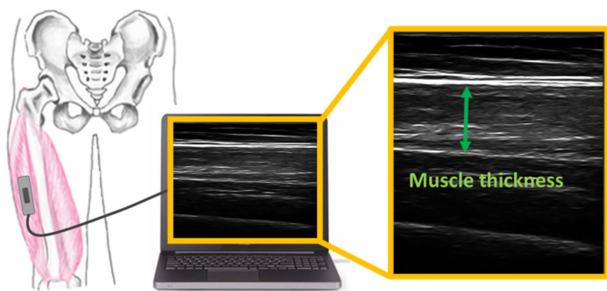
Measuring muscle thickness using ultrasound system
